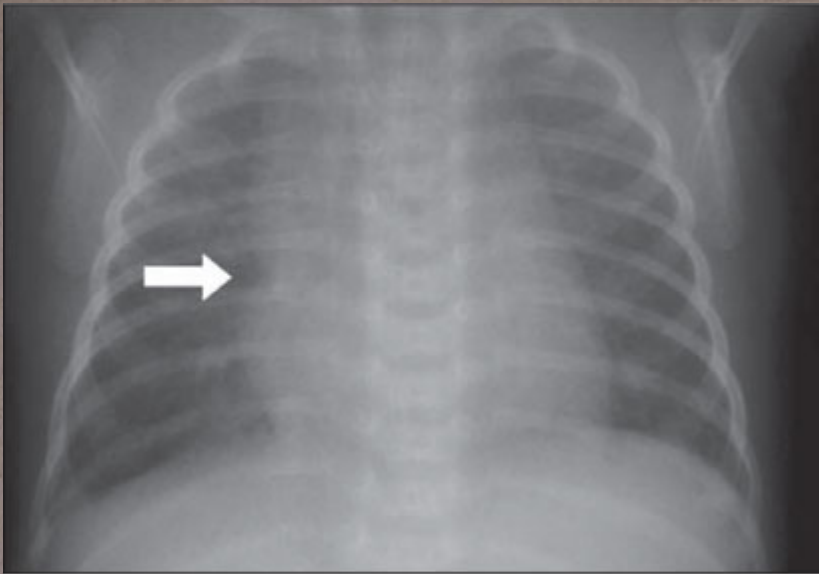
Radiografia de RN com 22 dias de vida demonstrando o sinal da incisura (seta).
